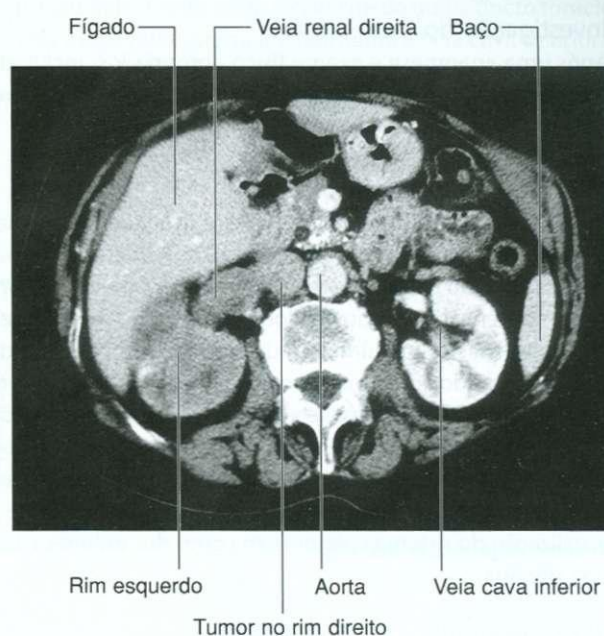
Tumor no rim direito espalhando-se pela veia renal direita. Tomografia computadorizada em plano axial.
